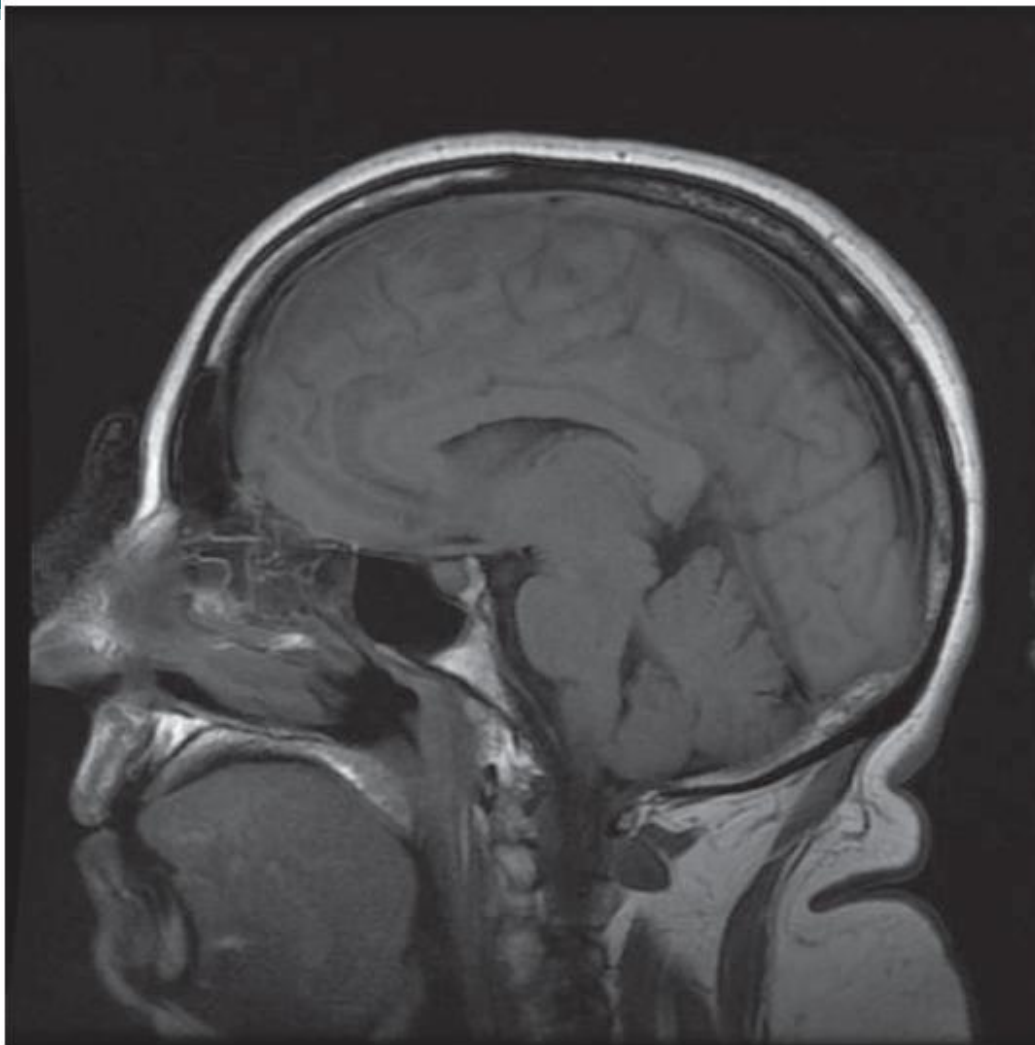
Magnetic resonance imaging of the brain demonstrating brain sag, diminished ventricular size, and diffuse dural enhancement.
